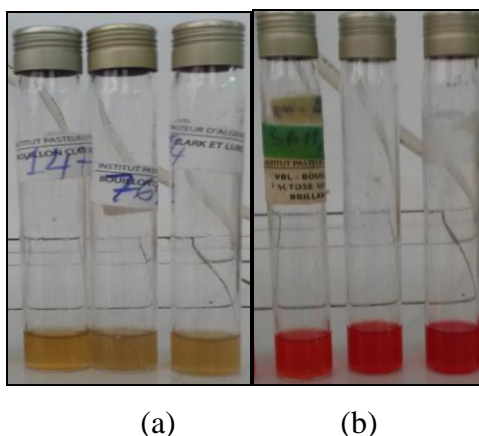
Aspect du milieu pour le test VP(a) et RM(b).
